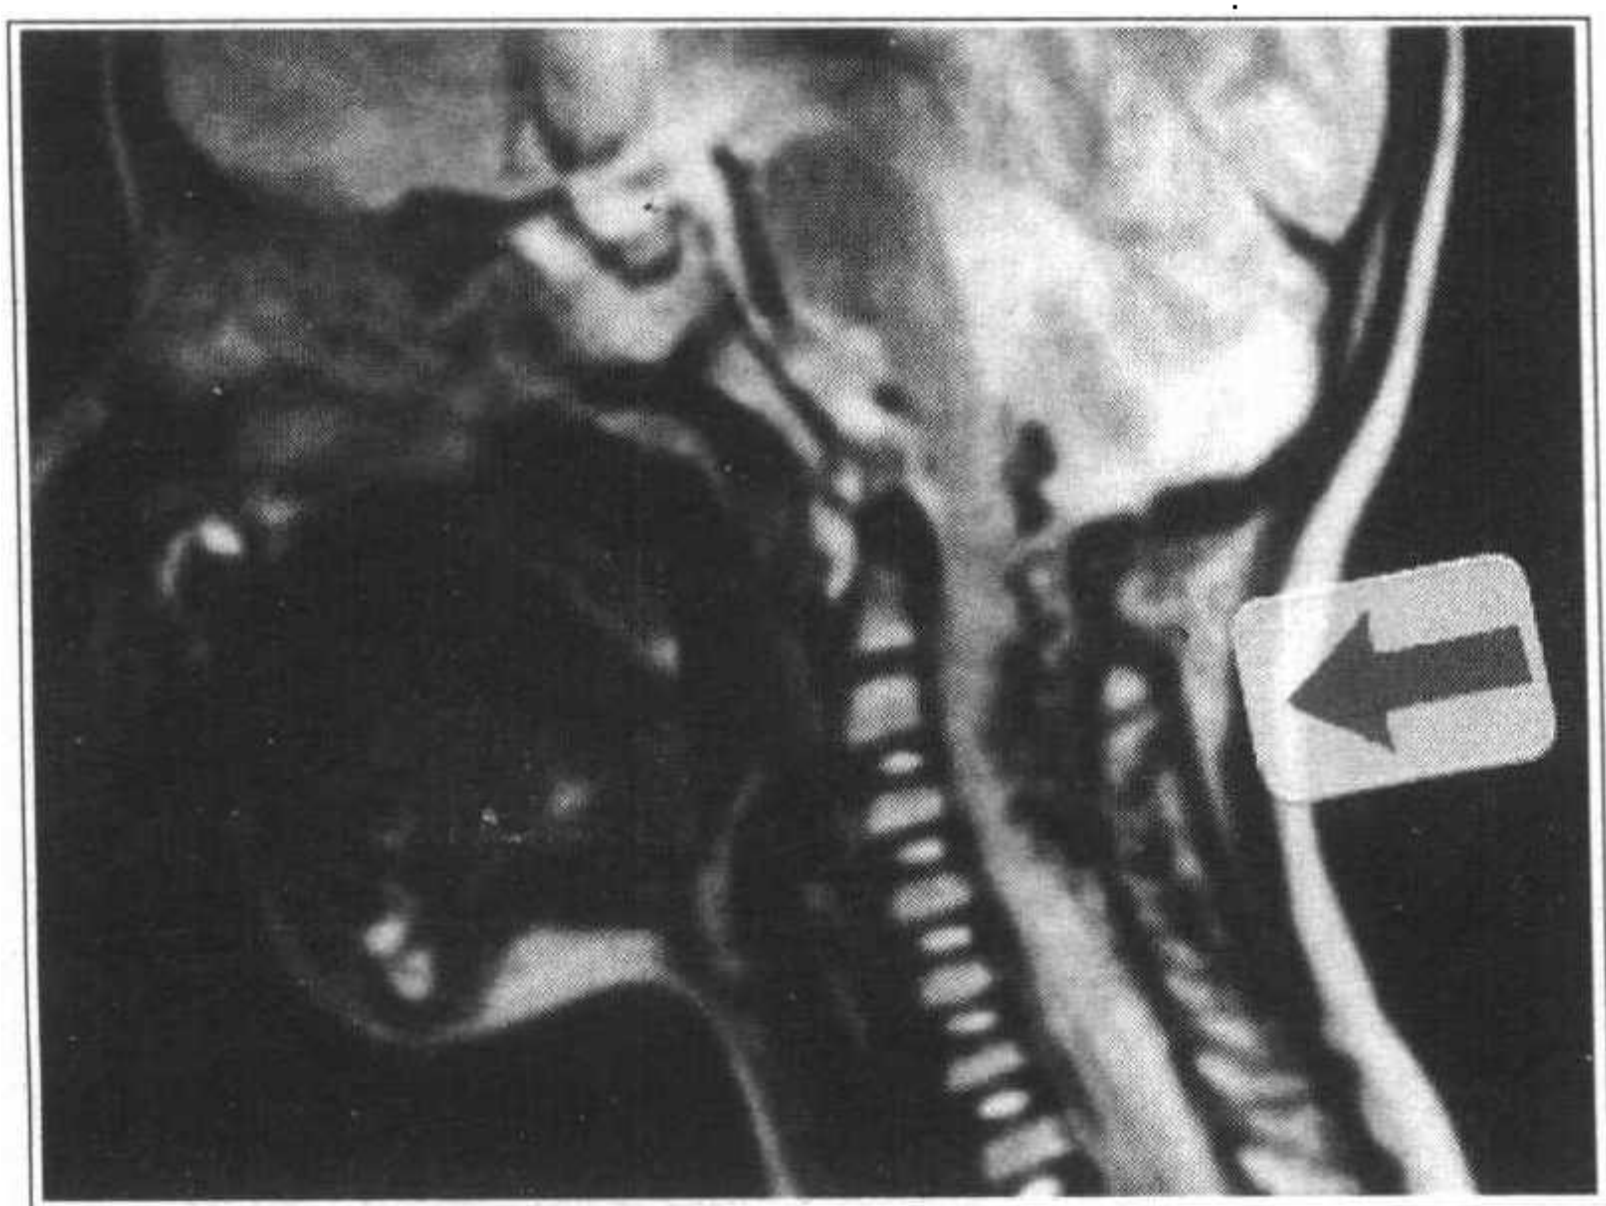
T2 权重 MRI 显示蚯蚓状血管累及小脑
